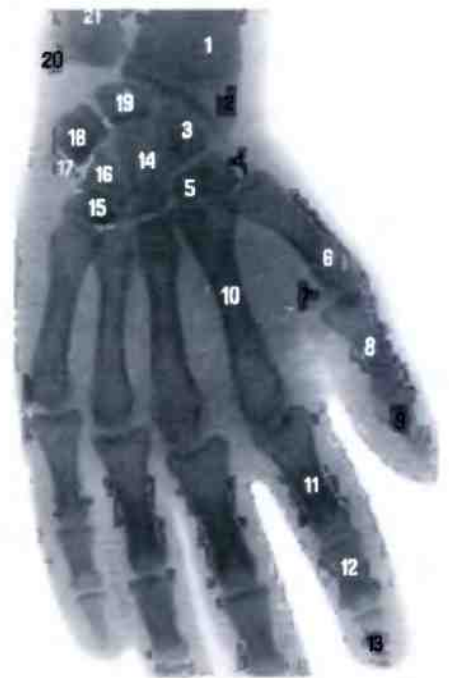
Суставы кисти, правой (рентгенограмма). (Кисть в состоянии отведения — в сторону лучевой кости.)
